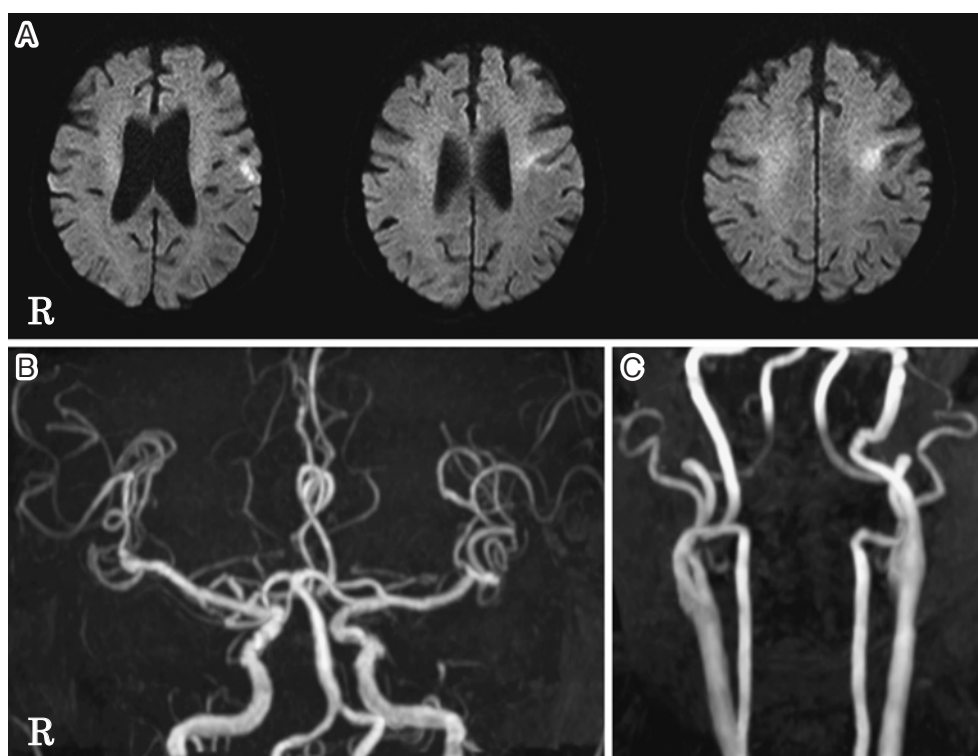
入院時のMRI所見 (A: 拡散強調画像, B: 頭蓋内MRA, C: 頸部MRA)
